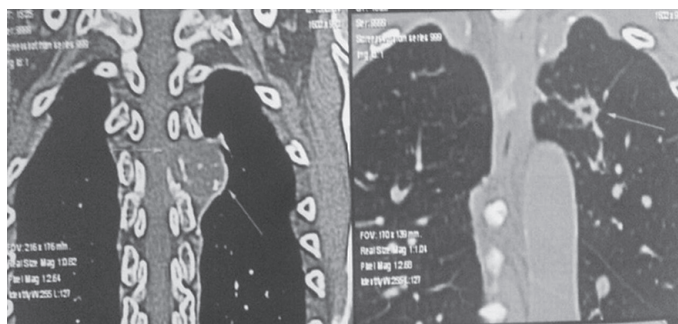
TAC de tórax, plano coronal con ventana pulmonar: Se observa nódulo pulmonar solitario cavitado de 12 mm en lóbulo superior del pulmón izquierdo, sin otras alteraciones asociadas en el parénquima pulmonar. A la derecha en un corte posterior del mismo estudio se observa masa paravertebral izquierda con lisis del cuerpo vertebral en el nivel torácico.
